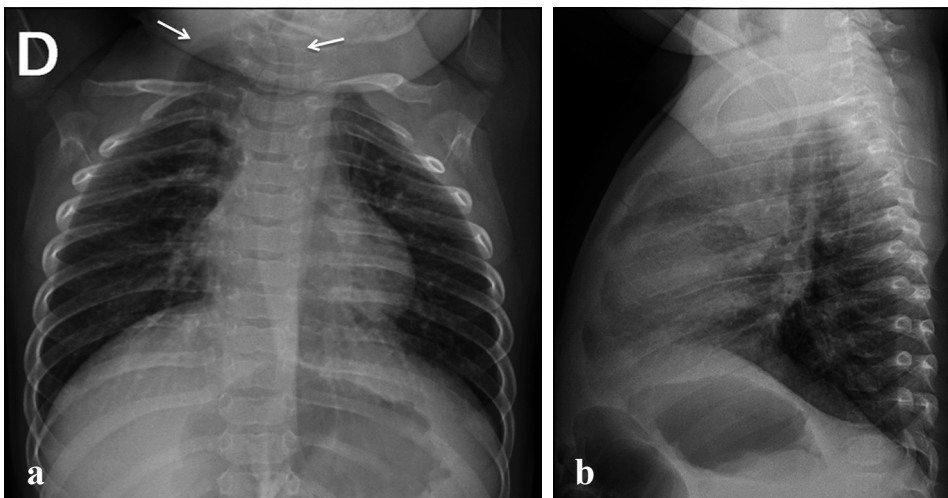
Radiografía de tórax en proyección frontal a) y lateral b).
